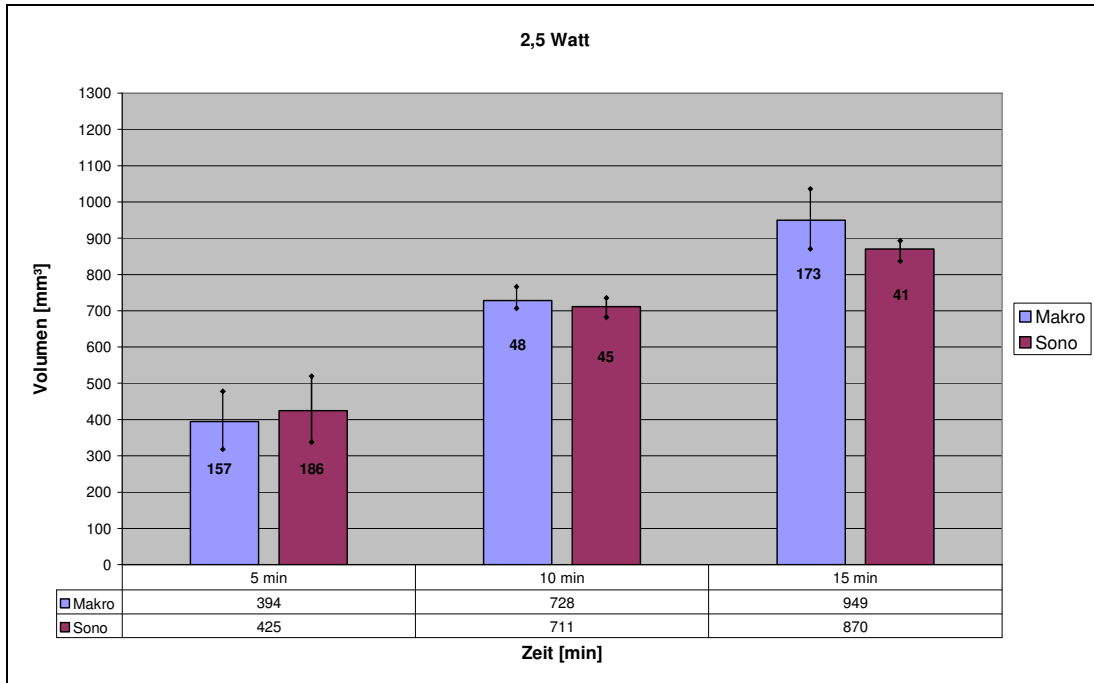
Dosis-Wirkungs-Beziehungen für Leber ohne Perfusion bei 2,5 Watt. Angegeben sind das jeweilige arithmetische Mittel und die Standardabweichung vom Mittelwert. Mittlere Abweichung der sonographischen Werte 6,5 %.
